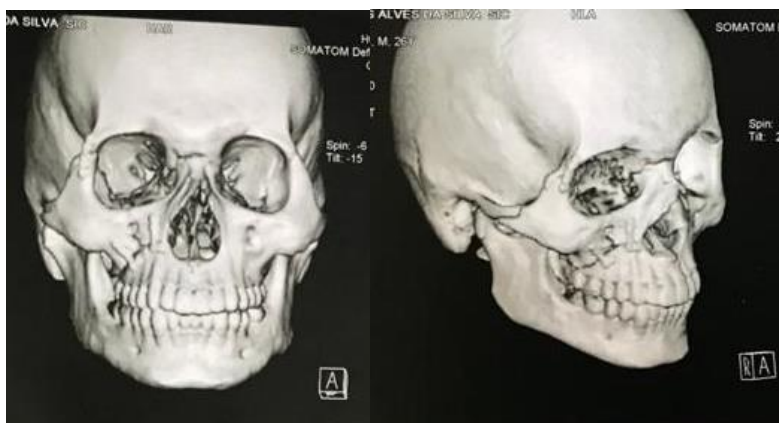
A e B: Reconstrução tridimensional de tomografia computadorizada (TC) pós-operatória evidenciando a fixação da fratura maxilar(direita) e da fratura de CZM (direita).
